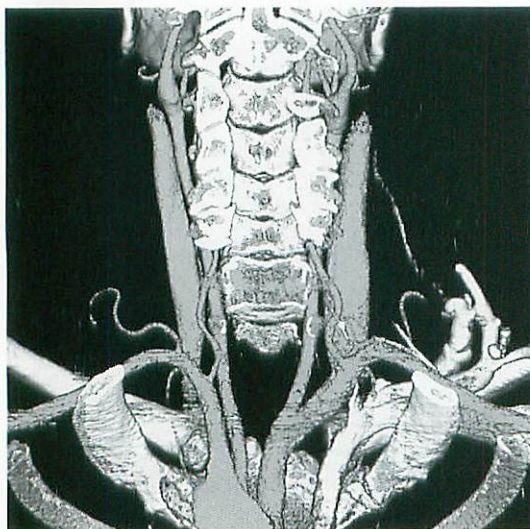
Wide-range, high-resolution scanning by multislice helical CT.
